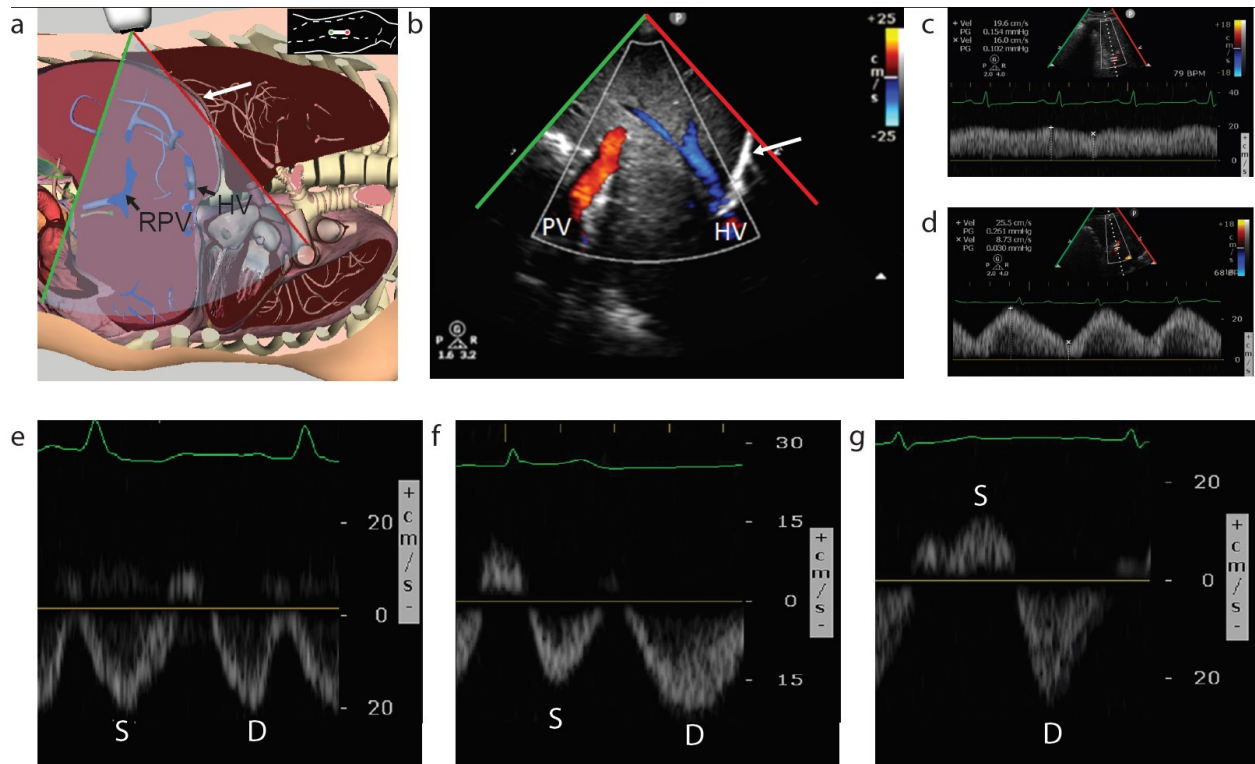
Pulse-wave Doppler assessment of portal vein flow
